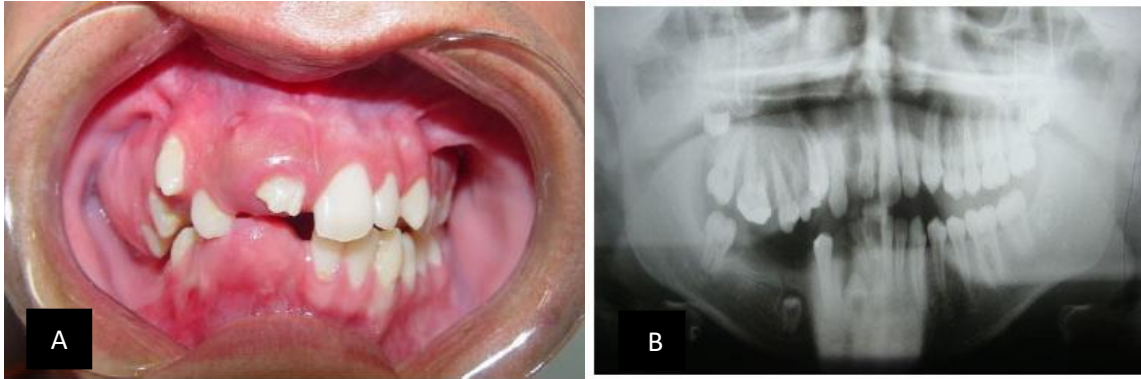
A) Vista intraoral de paciente con odontoplasia regional. B) Radiografía panorámica muestra displasia en incisivo central superior maxilar.⁵⁰
